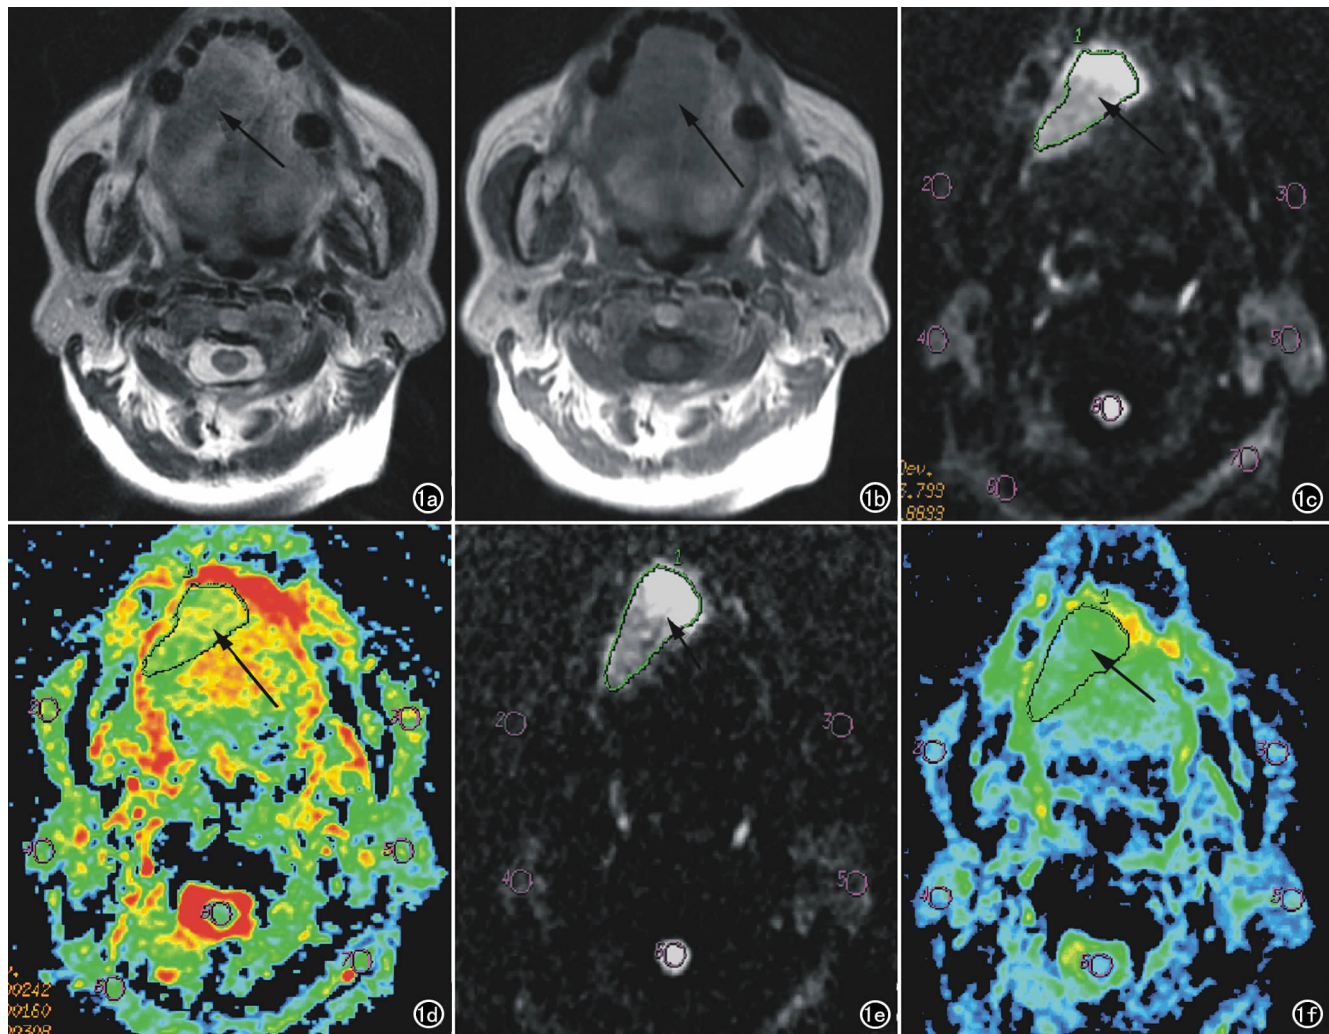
右舌鳞状细胞癌。a) 横断面 T_2 WI 示病变呈略高信号影(箭); b) 横断面 T_1 WI 示病变呈等信号影(箭); c) b 值为 500 s/mm^2 时的 MR-DWI 图像, 病变呈高信号(箭); d) b 值为 500 s/mm^2 时的 DWI 图像(箭所指为病变区); e) b 值为 1000 s/mm^2 的 MR-DWI 图像, 病变呈高信号(箭); f) b 值为 1000 s/mm^2 时的 DWI 图像(箭所指为病变区)。
